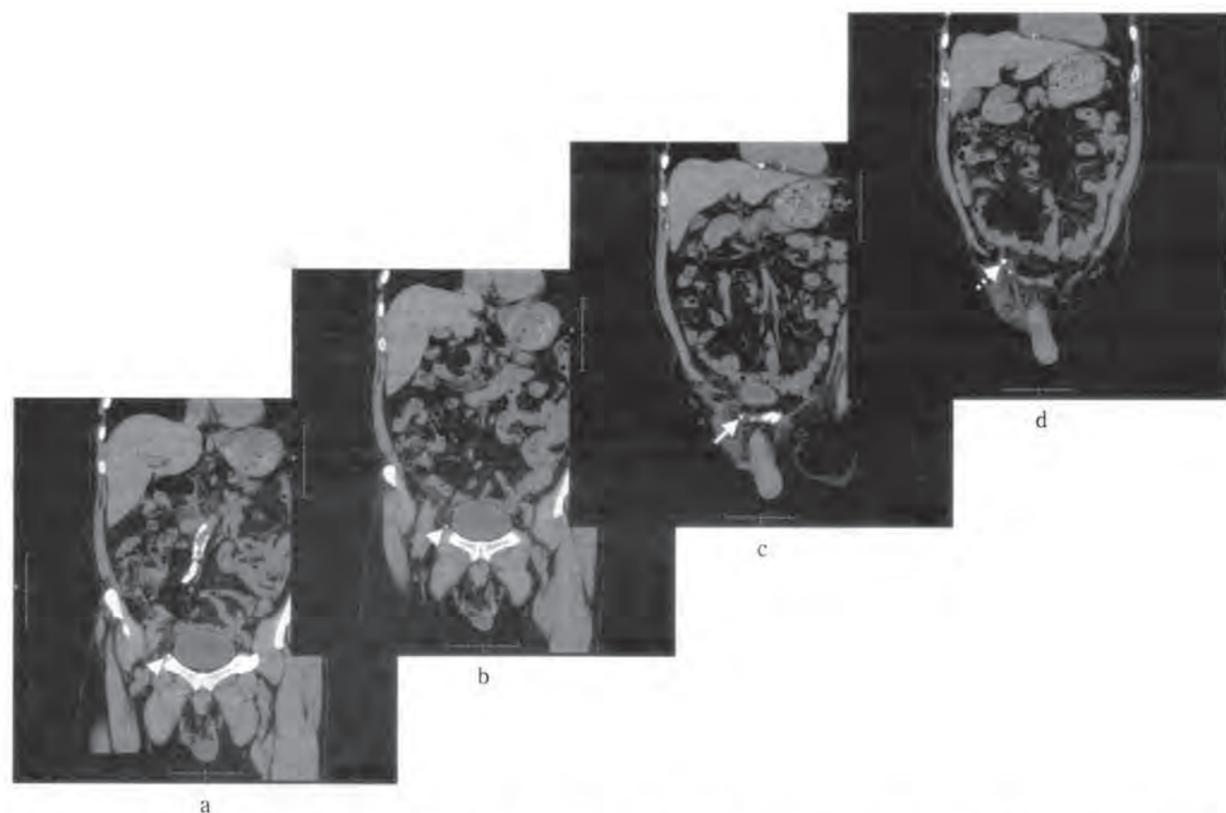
術後腹部単純CT (背側から腹側に向かってa, b, c, dの順): 腹部CTでは明らかな腸管の脱出を認めず, タッカーの位置からはメッシュきちんと展開されていると考えられた. 白矢頭: Cooper靱帯に打ったタッカー, 白矢印: 腹直筋外側縁に打ったタッカー, 白点線矢印: 右下腹壁動静脈内側に打ったタッカー.
